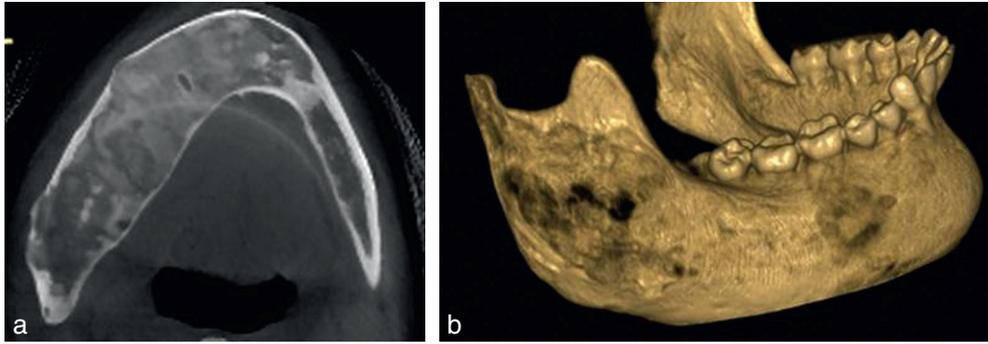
Dysplasie fibreuse. (a) CBCT axiale mandibulaire. (b) Reconstruction 3D. Hypertrophie hétérogène d'aspect mixte dense et lytique de l'hémimandibule droite et symphysaire.
